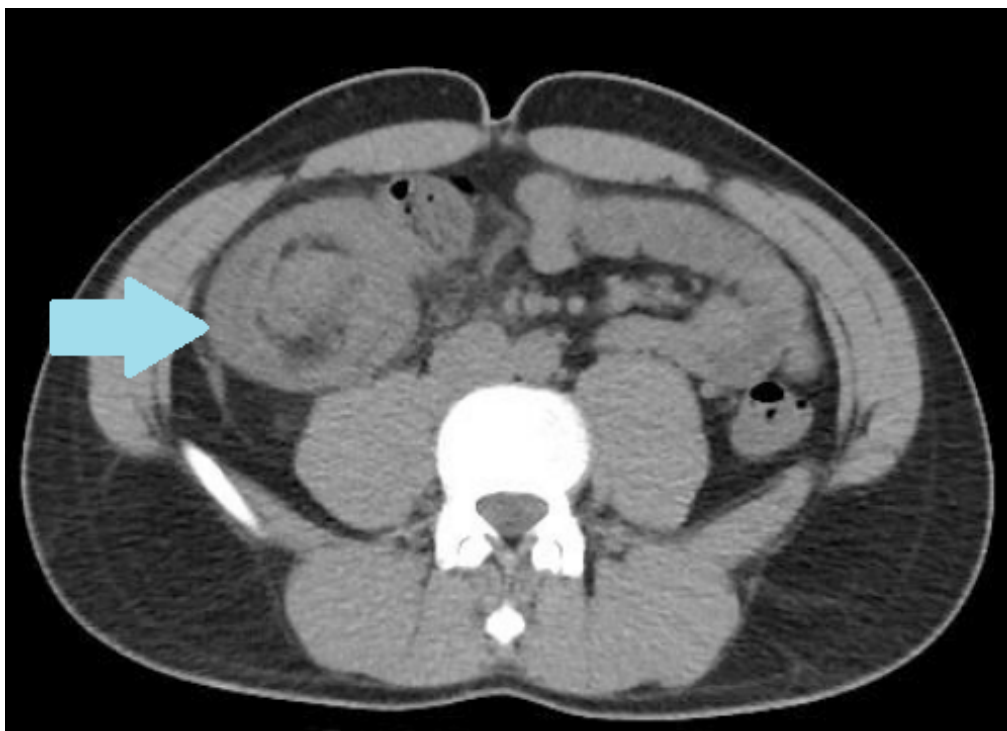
CT image of a patient with ileocolic intussusception.
